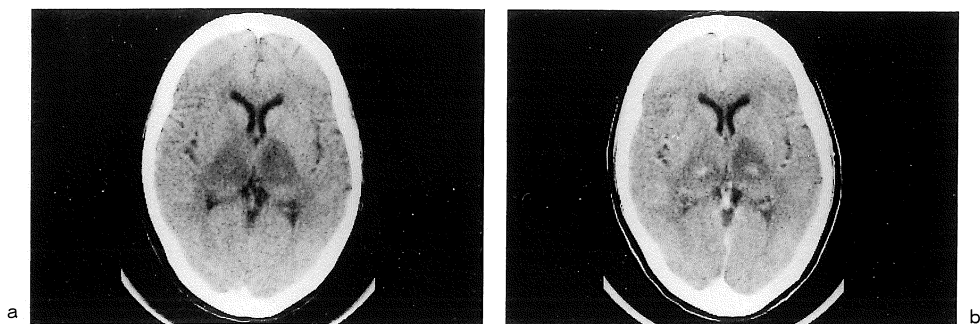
a : CT scan 15 days after the onset shows bilateral symmetrical low density areas in the thalamus and the posterior limb of the internal capsule.
